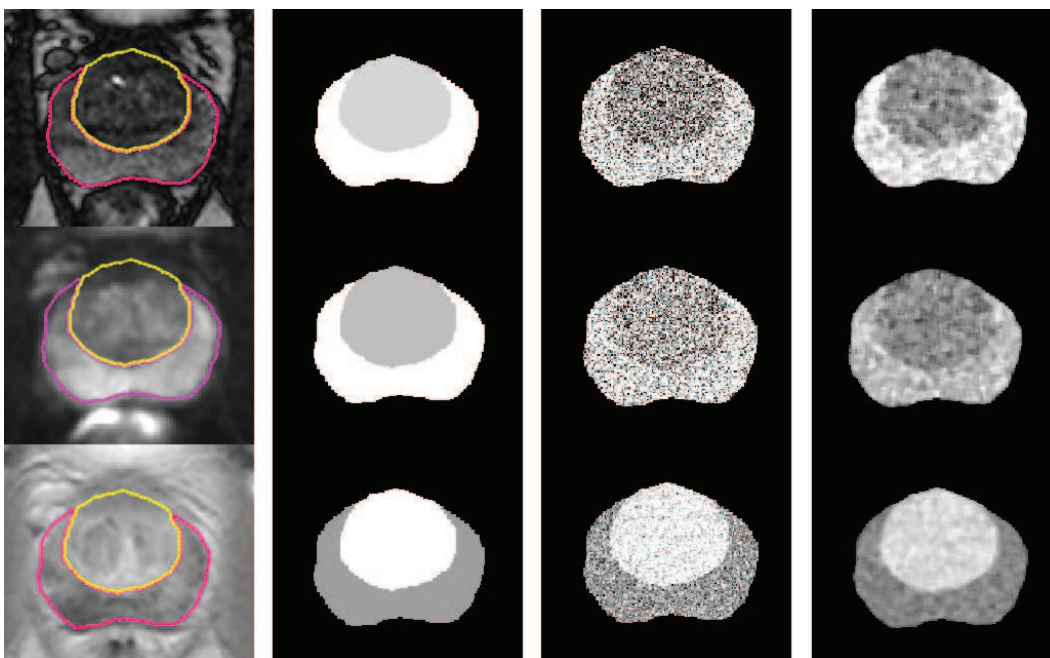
Processus de synthèse d’image. De gauche à droite : IRM d’origine et contours de la ZP et la ZC, étiquetage de la ZP et la ZC à l’aide de leurs niveaux moyens respectifs, résultat du bruitage Gaussien, résultat du filtrage médian. Les première, deuxième, et troisième lignes correspondent respectivement à l’IRM T2, T1 DCEMRI et DWI.
